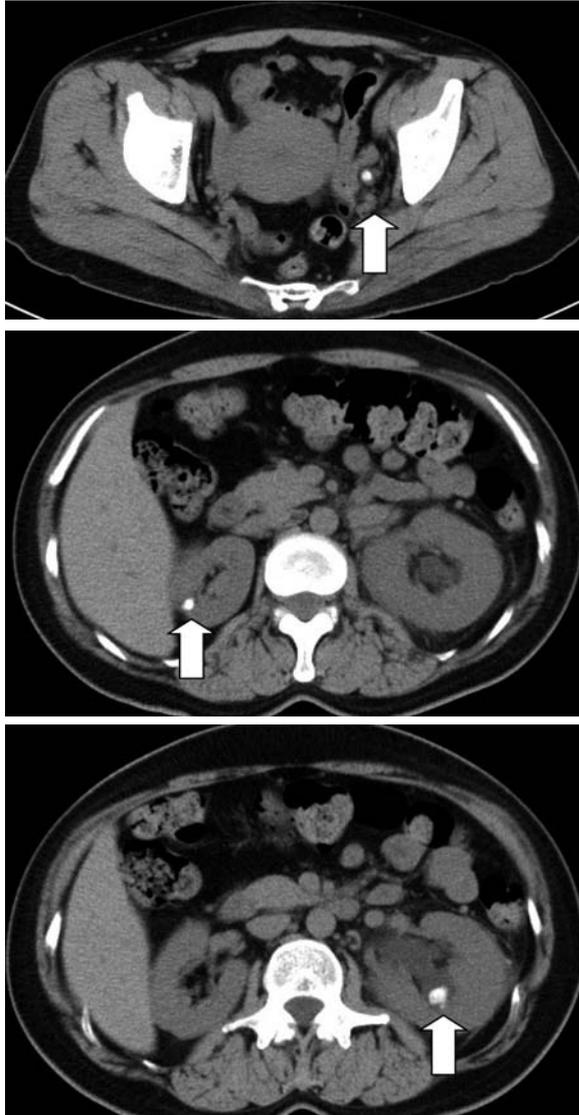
CT showed that a left ureteral stone caused ureteropelvic dilation and there were bilateral renal stones.
